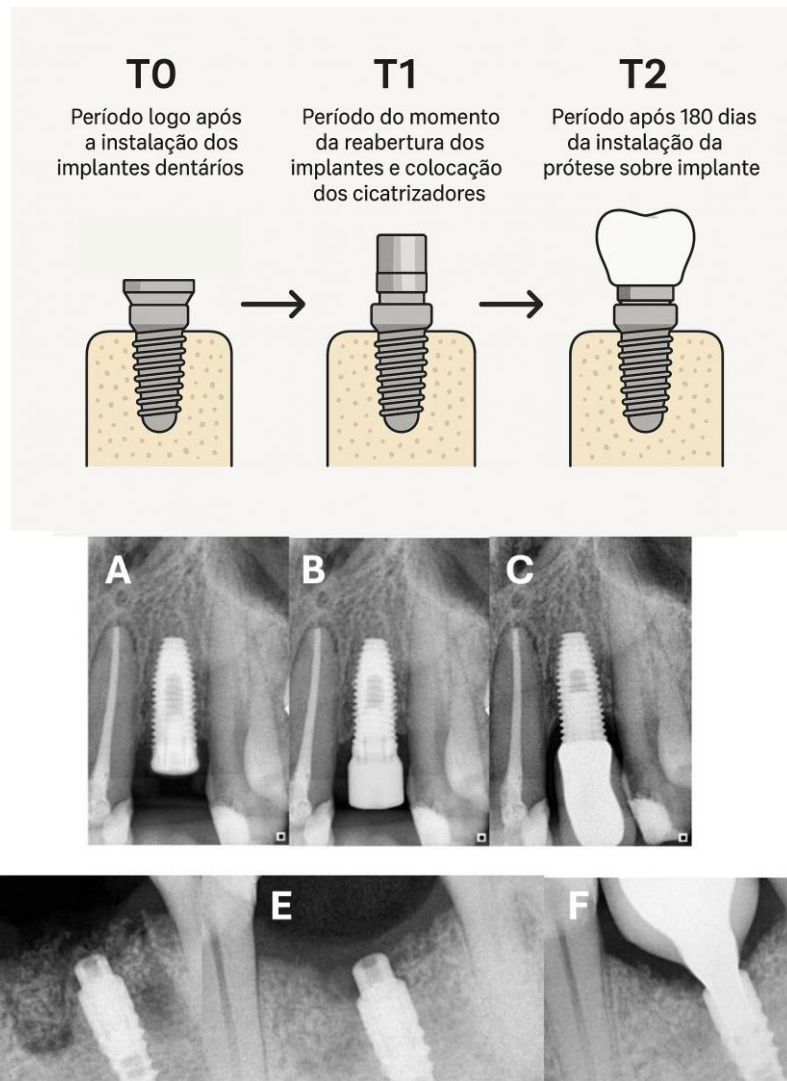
Radiografias periapicais digitais da região de interesse: imediatamente após a instalação do implante HE (figura A), após a osseointegração do implante HE (figura B) e 180 dias após a reabilitação (figura C). Abaixo temos as radiografias periapicais digitais de implante CM imediatamente após a instalação do implante CM (figura D), após a osseointegração do implante CM (figura E) e 180 dias após a reabilitação (figura F).
